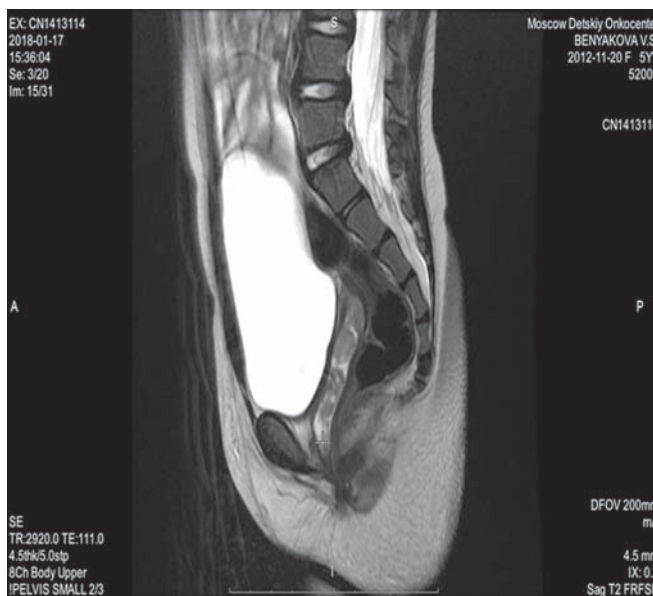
МР-томограмма органов малого таза
